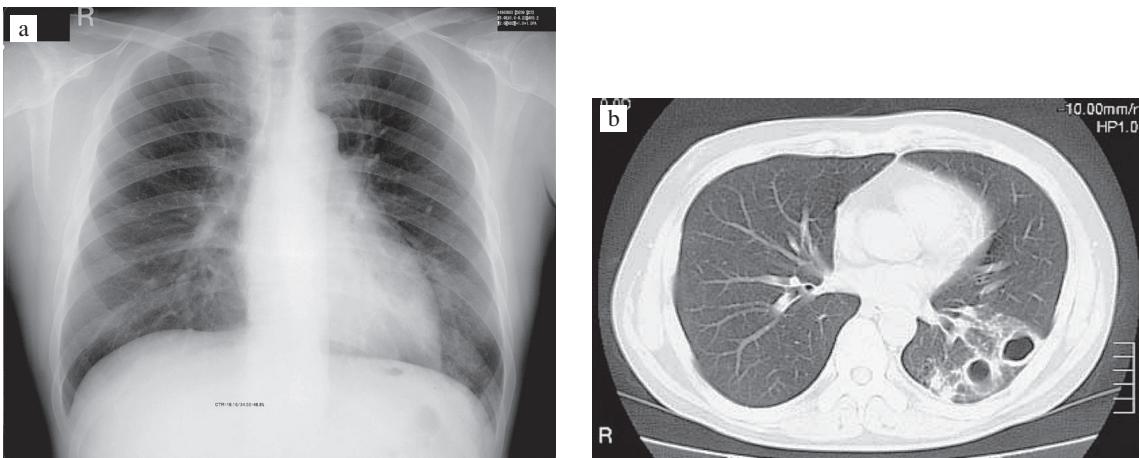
Chest radiograph (a) and CT (b) in December 2006 showed clear infiltration in the left lower lung field, the cavities have already became larger compared with Fig. 1.
